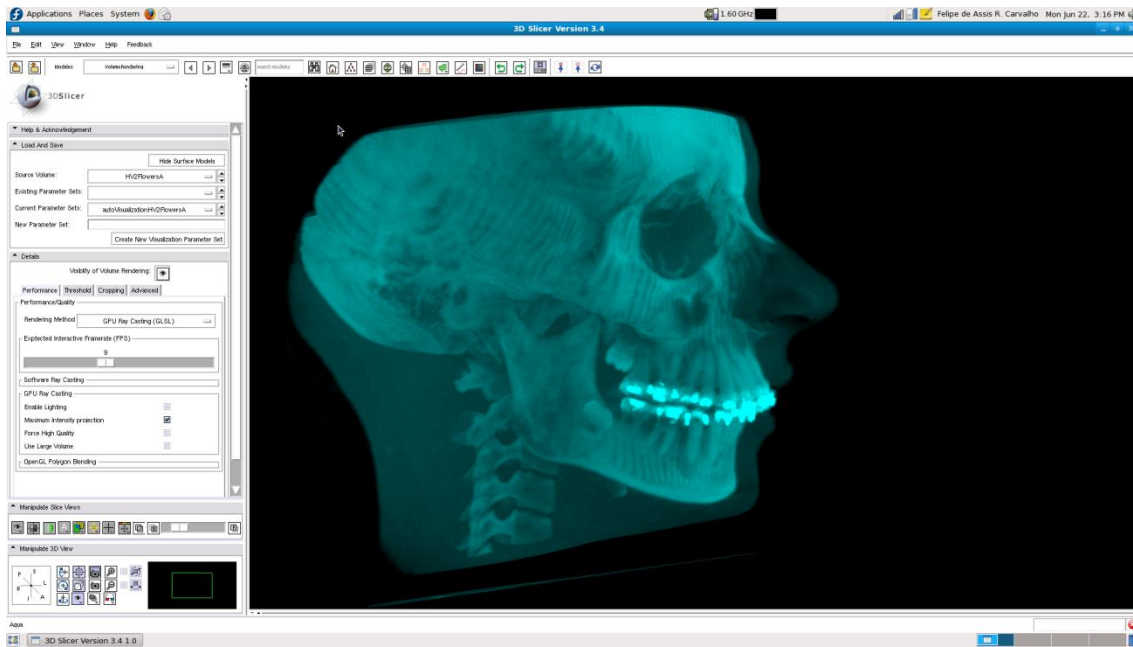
Cópia de tela do software 3D Slicer 3.4 (www.slicer.org). Reformatação tridimensional gerada pela técnica de MIP. Exame obtido com aparelho de CBCT NewTom 3G.
